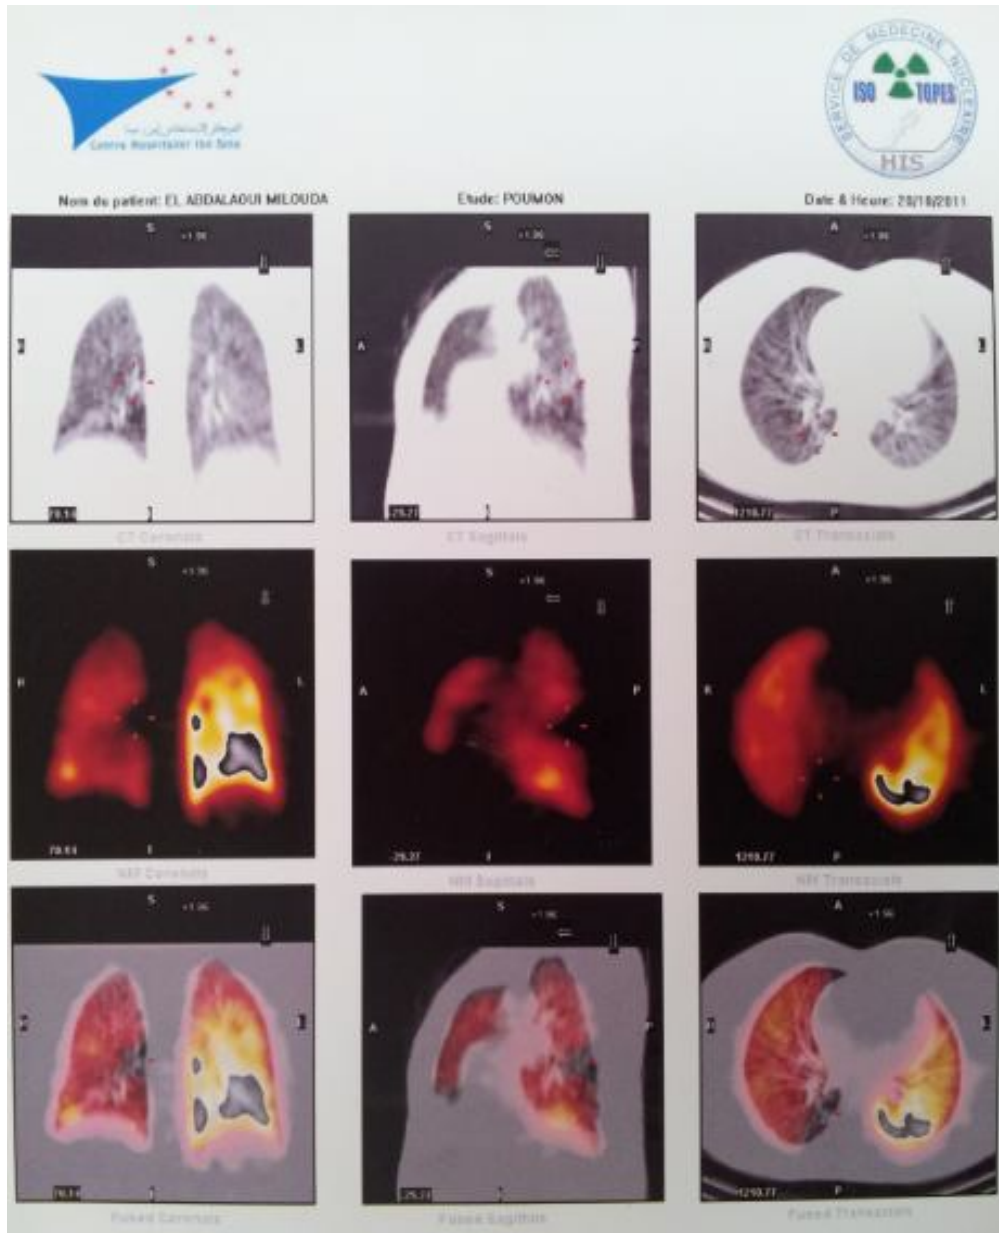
Tomoscintigraphie pulmonaire couplée au scanner ;
